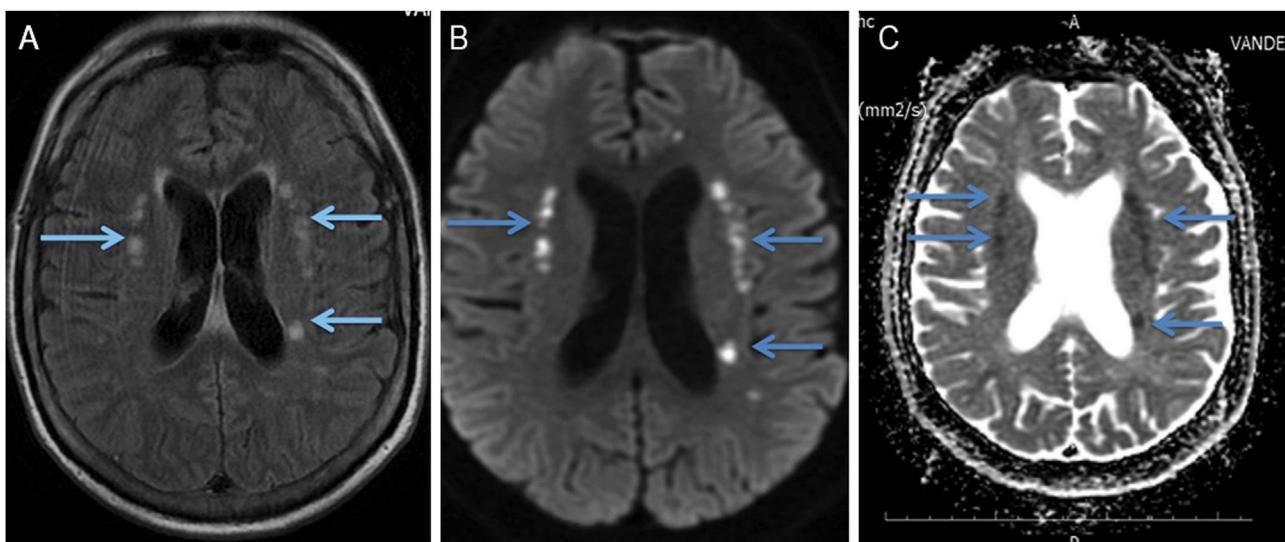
Ressonância magnética encefálica. (A) FLAIR (recuperação da inversão atenuada por fluido) mostrando pequenos focos de hipersinal localizados na substância branca periventricular e subcortical dos lobos frontal e parietal bilaterais. (B) Imagem ponderada em difusão (DWI) mostrando hipersinal dos focos puntiformes vistos em FLAIR, o que sugere edema citotóxico. (C) MAPA coeficiente de difusão aparente (ADC) confirma os achados da difusão, mostrando difusão restrita.
